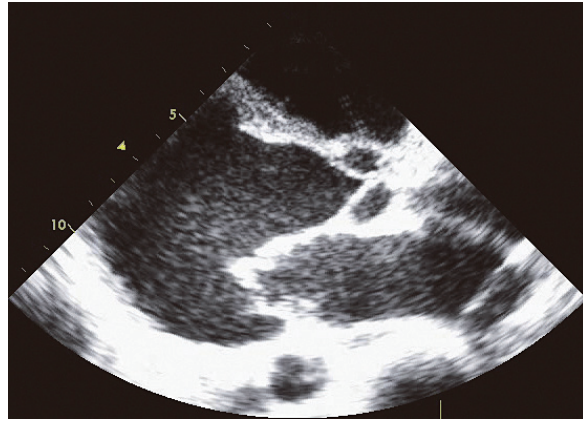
入院時心エコー。左室は著明に拡張し，壁運動もびまん性に低下している。
